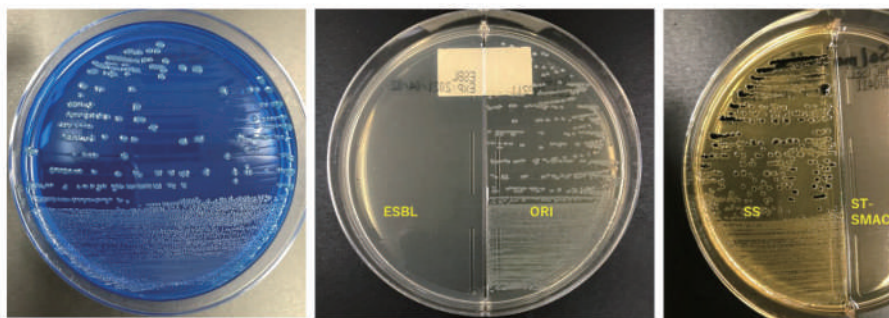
BTB培地、ORI/ESBL培地、CT-SMAC/SS培地に発育したコロニー
